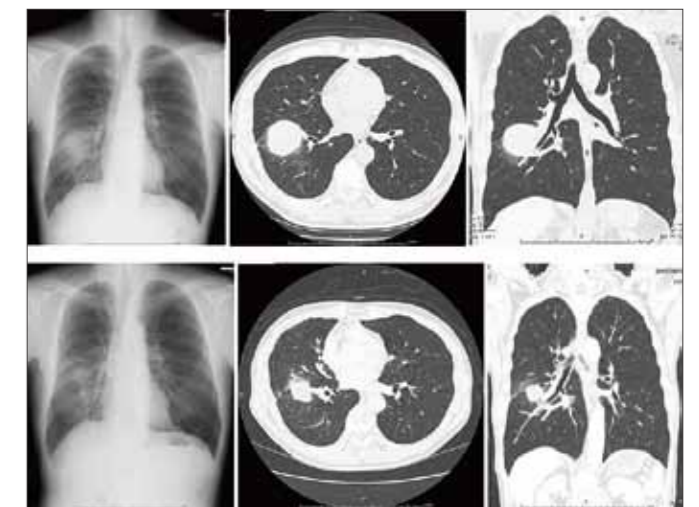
放射線治療前後の胸部X線及びCT画像(上段:放射線治療前 下段:放射線治療3ヶ月後)
